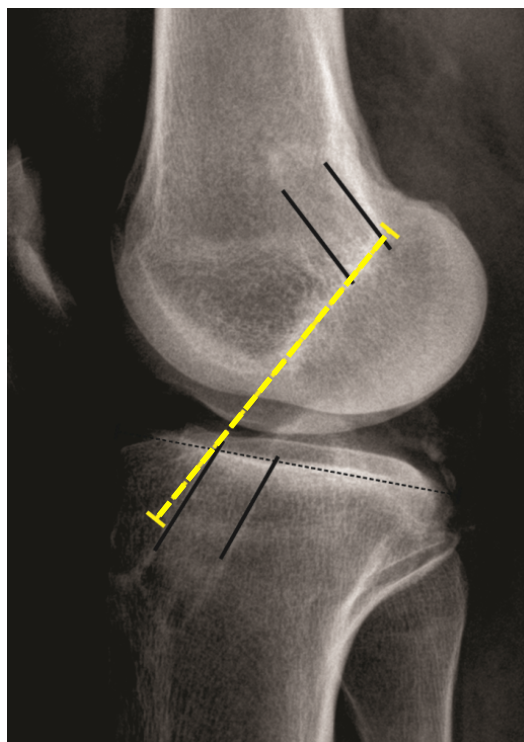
Cálculo do impacto na radiografia em perfil a partir da linha de Blumensaat, com o joelho em extensão máxima.
